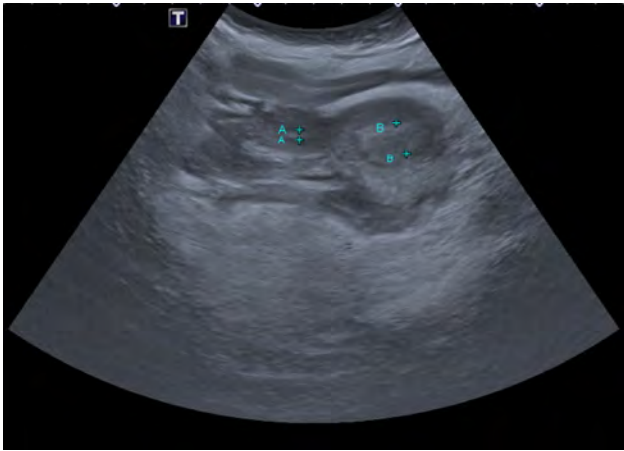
Ecografía pélvica ginecológica transabdominal. Útero didelfo.
